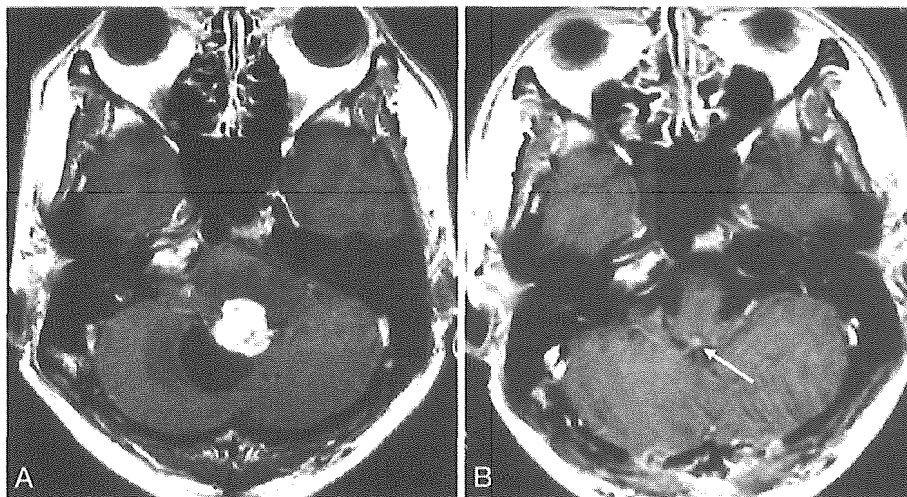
Case 2, a 28-year-old male with choroid plexus papilloma. Magnetic resonance (MR) imaging with gadolinium showed an enhanced mass in the fourth ventricle (A). The tumor was removed subtotally and the residual tumor was observed as an enhanced spot (B, arrow). He had no deficit after the surgery and follow-up MR imaging detected no change in the size of the residual tumor.
